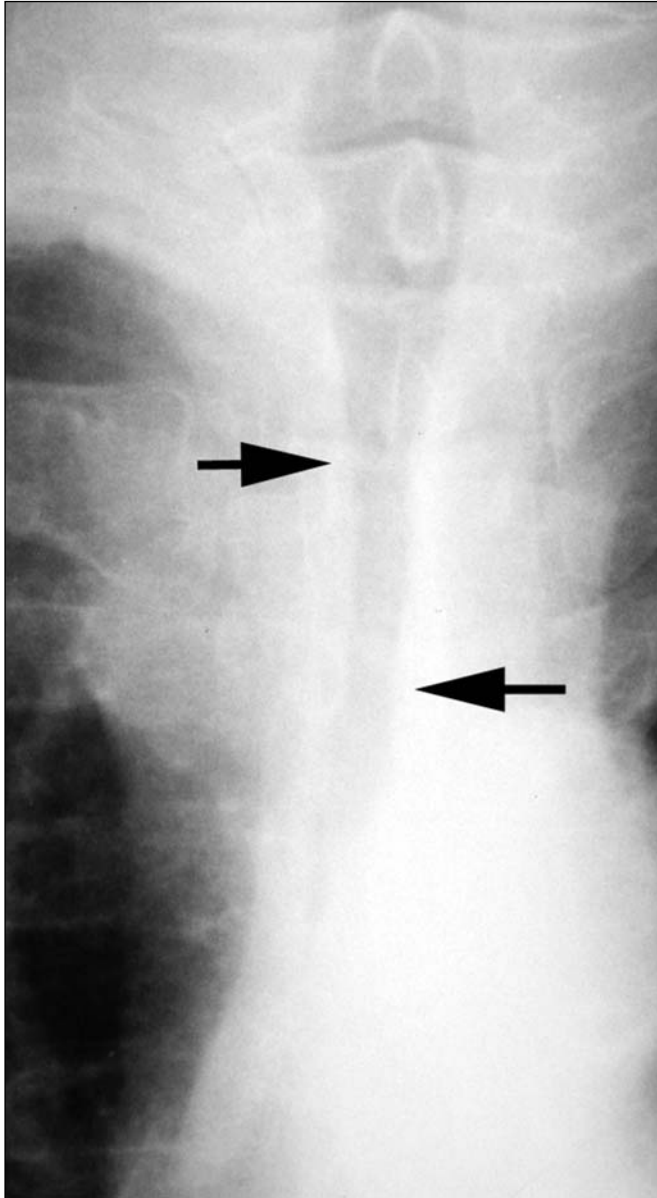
Tráquea en "funda de sable". A) Radiografía de tórax PA demuestra una disminución del calibre traqueal (flechas). B) El diámetro anteroposterior de la tráquea aumenta en la proyección lateral (flechas).
